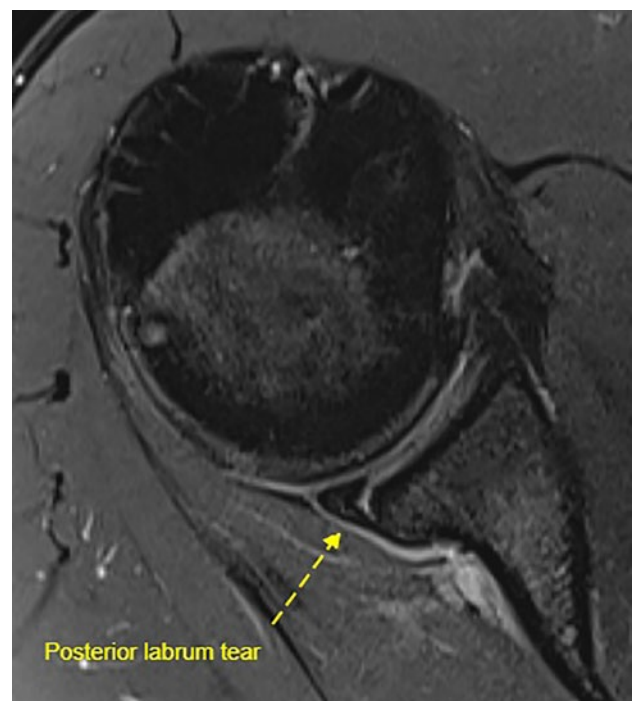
Hombro derecho. Resonancia magnética. Se observa la avulsión del labrum posterior de la glenoides.
